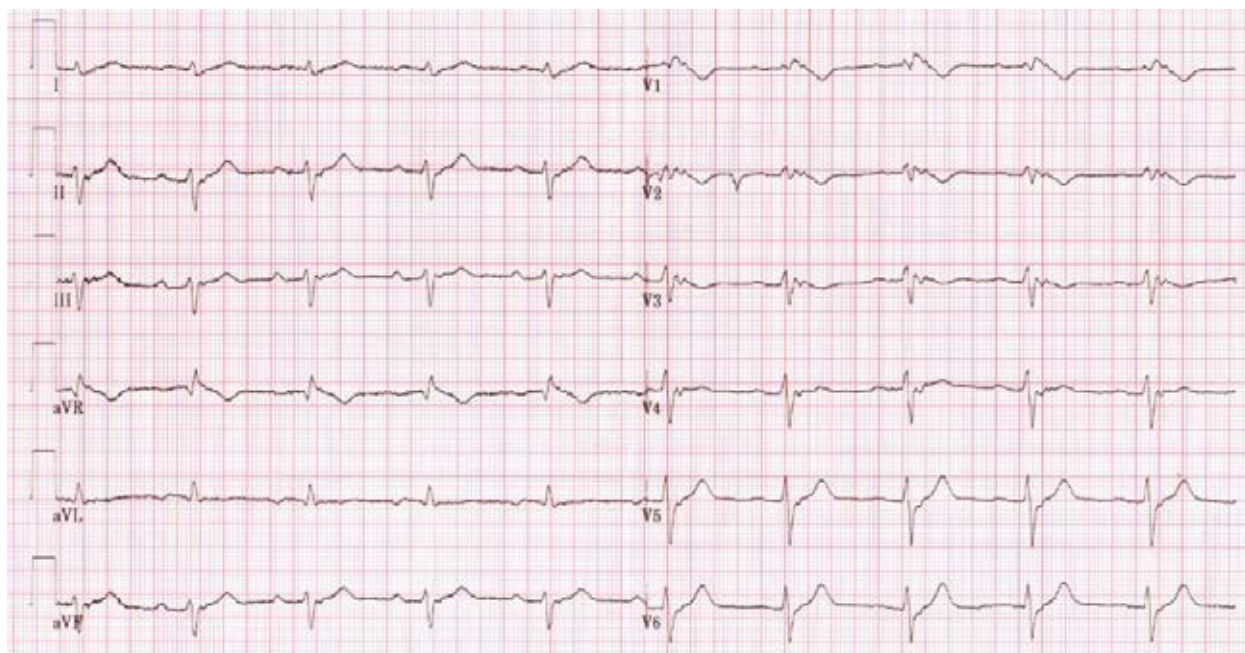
Фрагмент разовой ЭКГ пациента ARVD4 сразу после пароксизма стабильной желудочковой тахикардии после внутривенной инфузии лидокаина и амиодарона с последующей кардиоверсией: «седловидный» паттерн синдрома Бругада в отведениях V₁-V₂, ε - волна в отведениях V₁-V₅, II, III и aVF, отрицательные Т-волны в отведениях V₁-V₃ (ЭКГ любезно предоставлена д.м.н., проф. Благовой О.В.)
